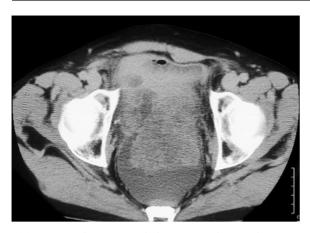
Malignes Mesotheliom mit polyzystischem CT-Aspekt mit Tumorknoten im kleinen Becken und begleitendem Aszites
